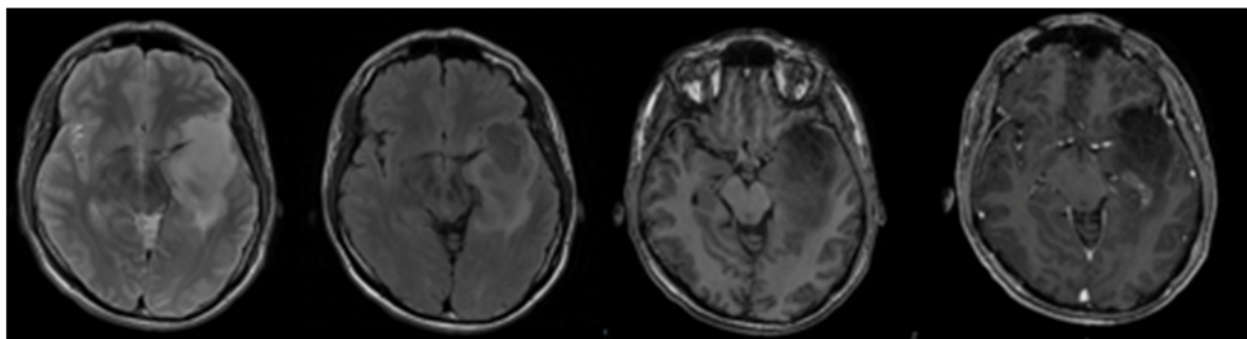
пример феномена T2-FLAIR mismatch (слева направо): T2WI гиперинтенсивный сигнал от опухоли левой лобно-височно-островковой области; FLAIR – гипоинтенсивный сигнал с гиперинтенсивным ободком; T1WI, T1 с контрастным усилением – очаговое интенсивное накопление контрастного препарата в задне-медиальных отделах опухоли
